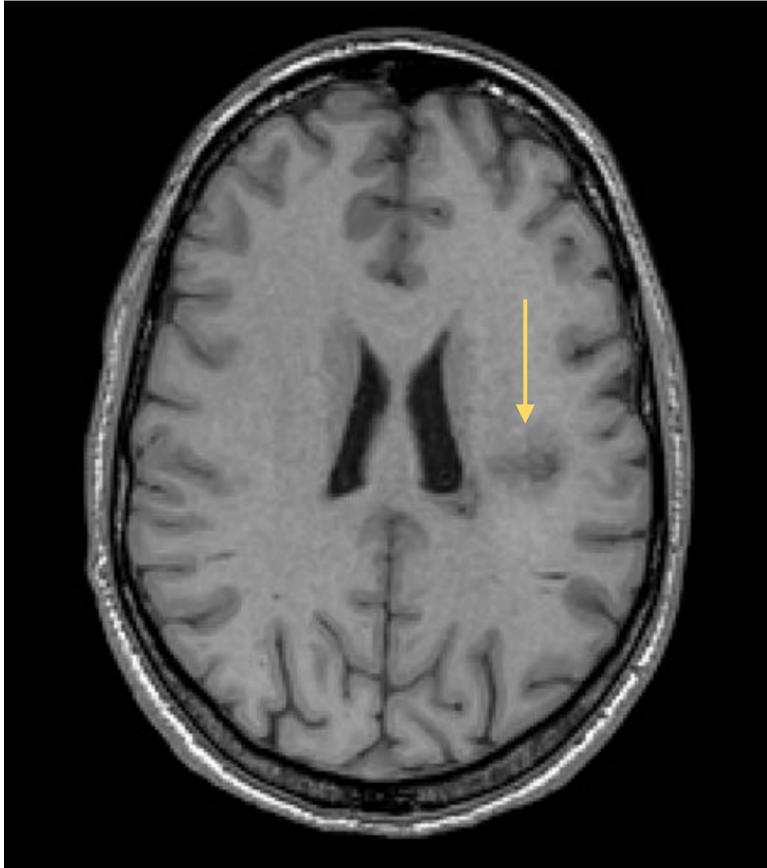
RM secuencia T1. Área hipointensa de pequeño tamaño que no condiciona efecto de masa (flecha amarilla).
